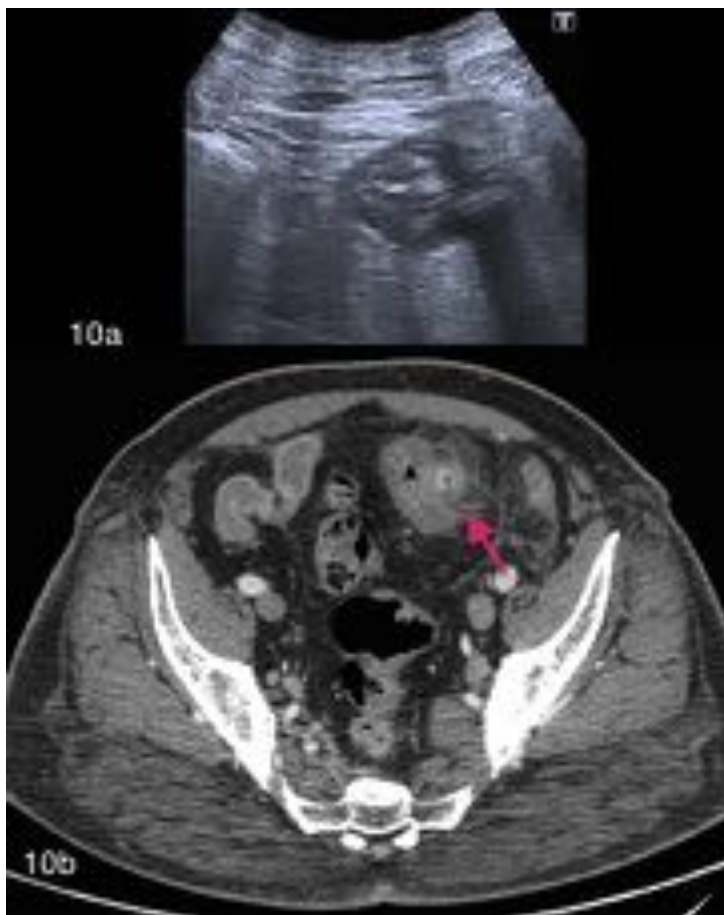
Varón de 66 años con dolor en fosa iliaca izquierda de 24 h. Leucocitosis con neutrofilia. En ecografía y TC: DANC sigmoidea.
